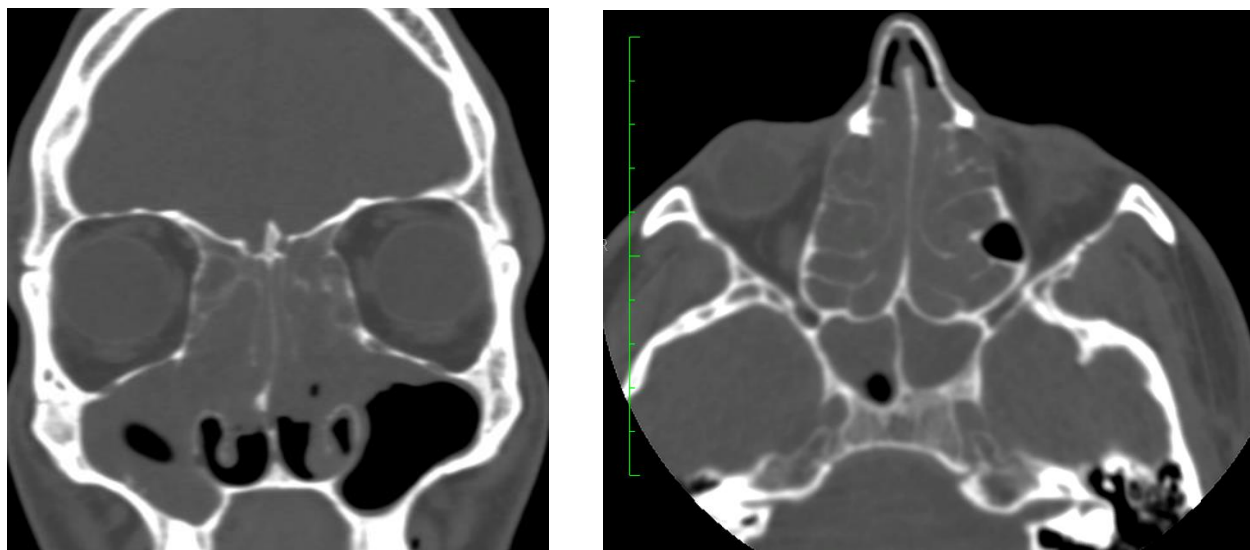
Фронтальный и аксиальный КТ-срезы пациента А., 42 года
